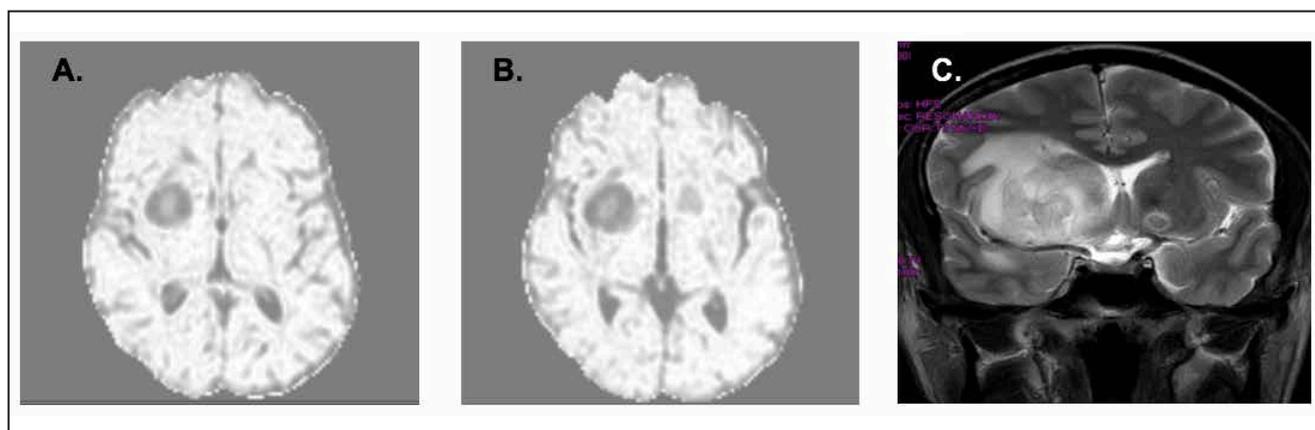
A, B y C: Resonancia cerebral contrastada: Secuencia DWI, corte axial (A y B) y secuencia T2, corte coronal (C). Se evidencian lesiones hiperintensas en núcleos basales bilaterales, la de mayor tamaño en región basal derecha, no generan efecto masa y tampoco desplaza línea media, tiene realce incompleto tras administración de medio de contraste.
